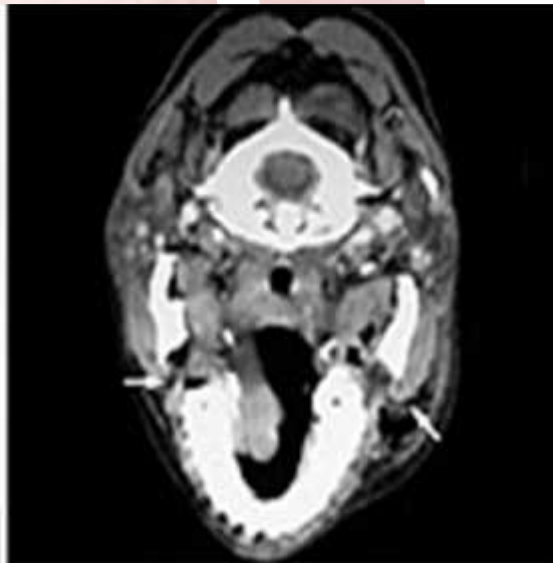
CT scan showing edema, inflammation, and air within the soft tissues adjacent to the right and left mandible (arrows).
